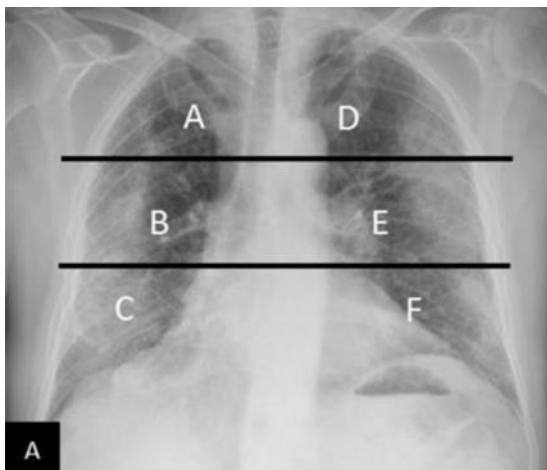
Radiografía de tórax dividida en seis campos pulmonares por medio de tres líneas horizontales imaginarias equidistantes de tal forma que la puntuación varía de 0 a 18 dependiendo de la suma de la puntuación de la gravedad radiológica (índice Brixia, IB).
